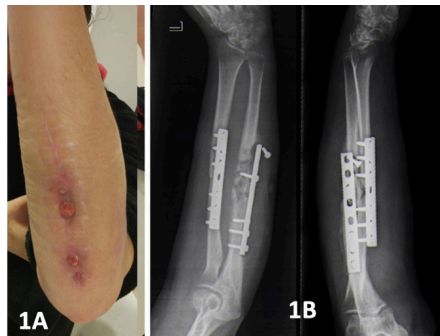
1a: Exploración inicial, con trayecto fistuloso a nivel de herida cubital. 1b: Radiografías iniciales del antebrazo en la que se observa signos de osteólisis a nivel cubital, con extrusión de un tornillo del material de osteosíntesis
